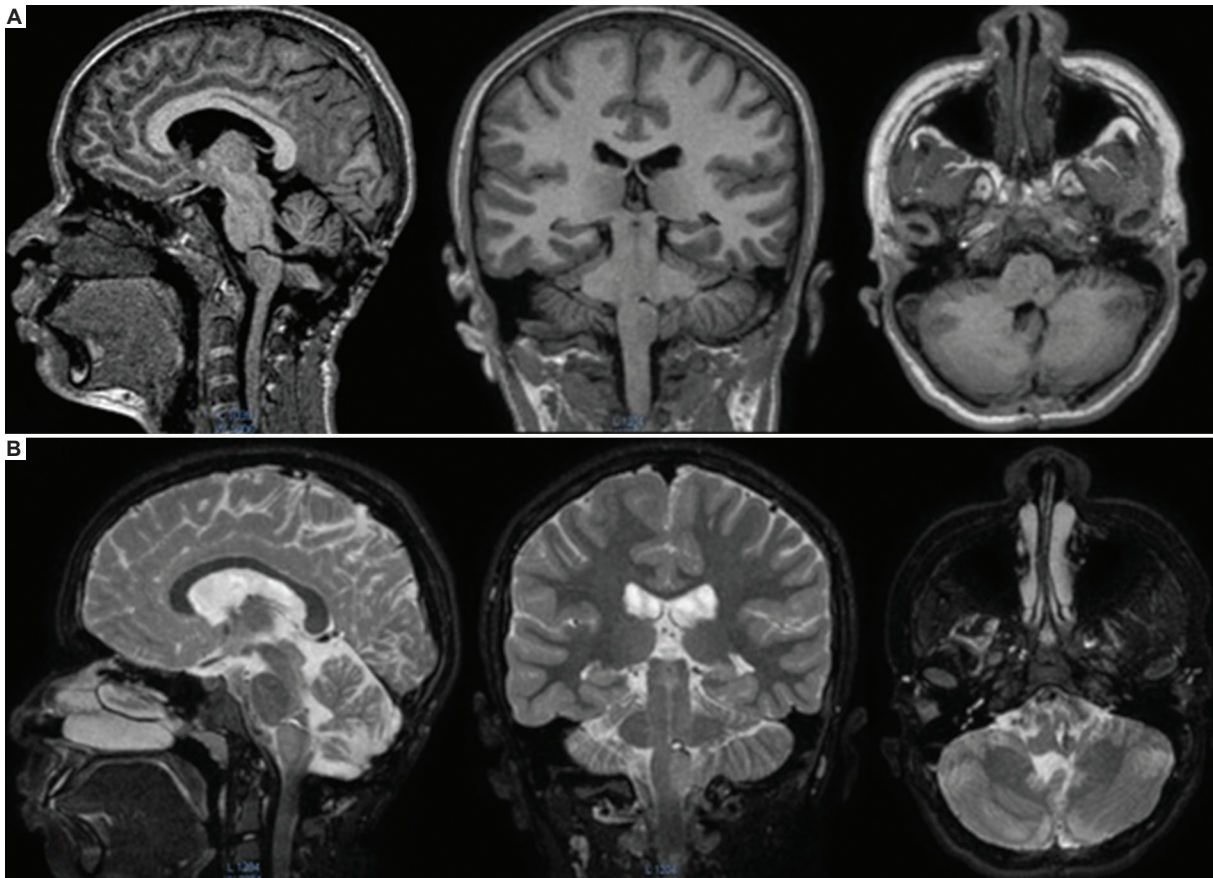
Resonancia magnética posoperatoria en secuencias T1 (A) y T2 (B), en cortes sagital, coronal y axial, que evidencian la ausencia de la lesión en la unión pontobulbar izquierda (compárese con la figura 1).
